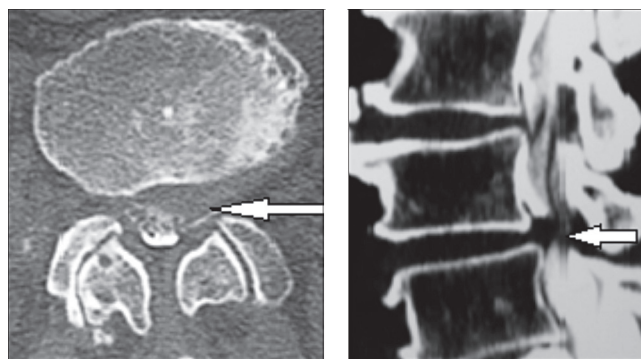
КТ-миелограммы больного Г., выполненные в сагиттальной и аксиальной проекциях. Отчетливо видна левосторонняя заднебоковая грыжа диска L4-L5 (указана стрелками). Корешок L5 слева компримирован.
